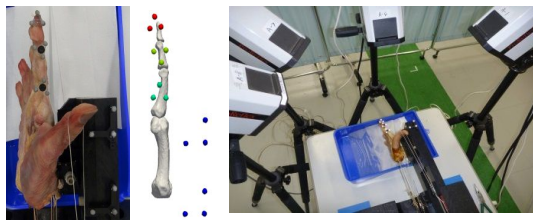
光学マーカーの固定と3D-CTでの骨モデルとマーカーの位置関係(左)と実験光景(右)
